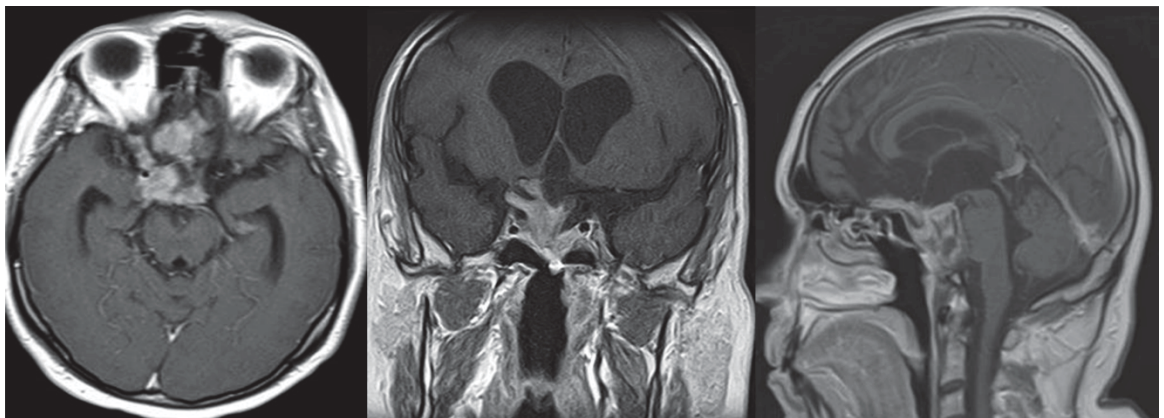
МРТ головного мозга через 6 месяцев после операции.
